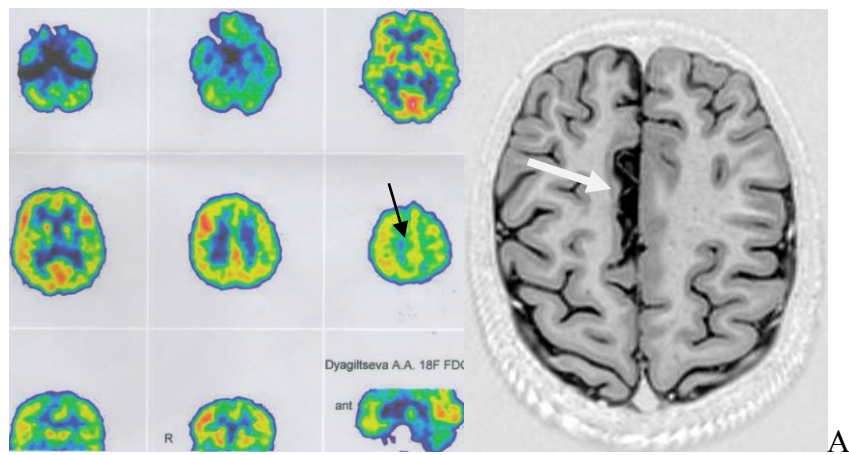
ПЭТ с глюкозой. Больная Д., 9 лет (А). Ист. б. №570-14. Гипометаболизм глюкозы соответственно зоне атрофических изменений медиальной коры правой лобной доли, а также в коре левых лобной, височной, теменной долей и в стволе мозга. Выполнен инвазивный мониторинг. Больная С., 12 лет (Б). Ист. б. №772-09. Аметаболизм глюкозы в зоне кистозной трансформации.
